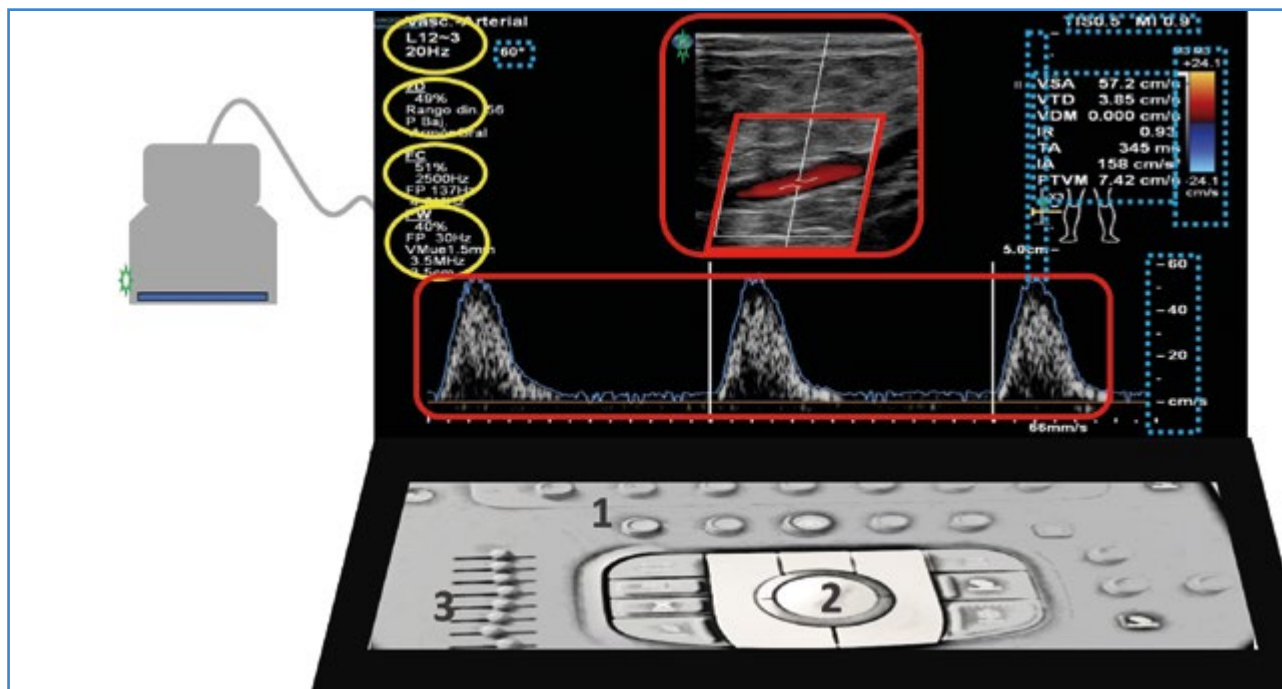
Pantalla con área de imagen o exploración (cuadros rojos con línea continua) y paneles laterales con información técnica. Vemos los datos de sonda y preset, los ajustes del modo B, color, Doppler pulsado a la izquierda (círculos amarillos) e información de índice térmico, índice mecánico, profundidad, escala de Doppler color, escala de Doppler pulsado, valores de automedición de la gráfica y ángulo Doppler (cuadros azules con línea discontinua). El marcador de la sonda (surco, prominencia y color en un lateral de la sonda) debe correlacionarse con el indicador en la pantalla (ambos, estrellas verdes). Podemos tocar un borde de la sonda con el dedo y ver movimiento en la imagen para orientarnos. Es conveniente observar el código universal (craneal a la izquierda) para una adecuada orientación durante el estudio y para su revisión posterior. 1. Consola con botones. 2. Trackball. 3. Deslizadores.
